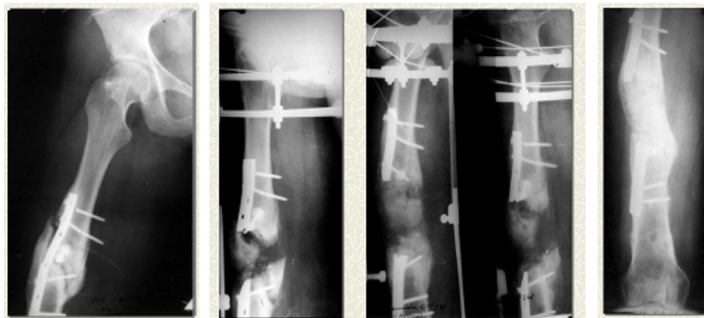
Рентгенограммы пациентки М.: при поступлении, на этапах дистракции, результат
